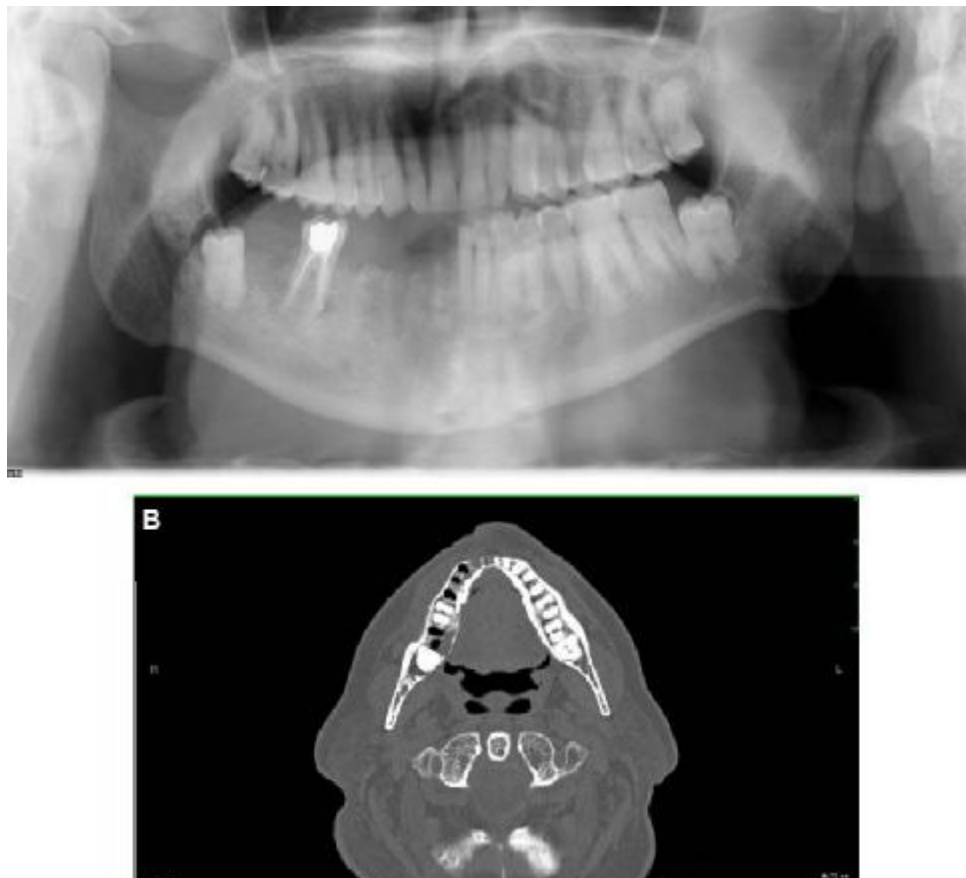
Radiographic presentation of osteonecrosis of the right mandible. A, Panoramic radiograph and B, computed tomogram show exfoliation of teeth 25 to 29 and 31 with extensive osteonecrosis throughout the right mandible. Osteonecrosis can be seen extending from the midline to the distal side of tooth 32.
